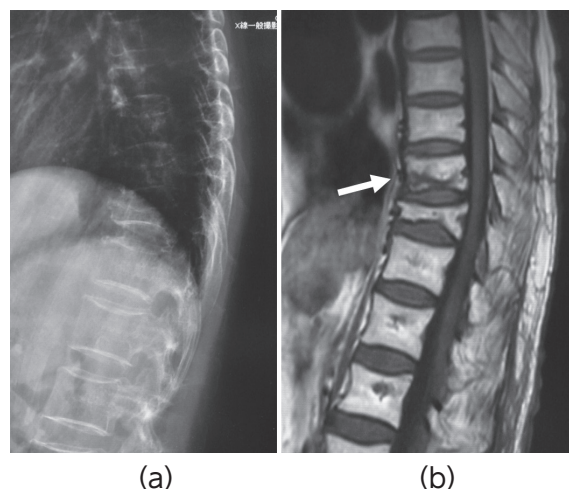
抜去術後1週時点の (a) 単純X線側面像, (b) MRI (T1強調画像)。MRIでは第10胸椎にT1強調画像で広範囲の低信号域を認める。
